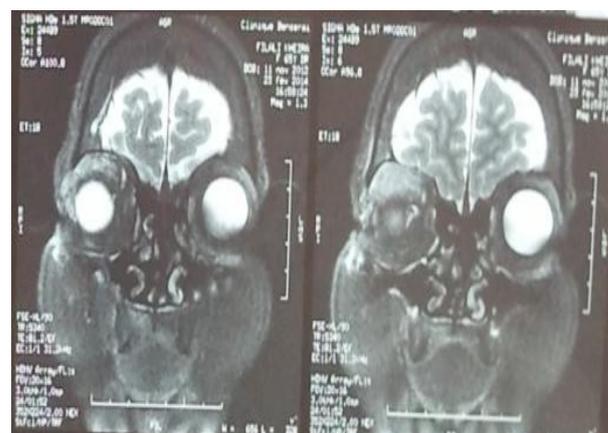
IRM, coupe axiale pondérée T1 avec injection. Lymphome de l'orbite droite, en léger hypersignal par rapport aux muscles extraoculaires. Enhanced axial T1-weighted MRI. Right orbital lymphoma. Hypersignal to extraocular muscles.
